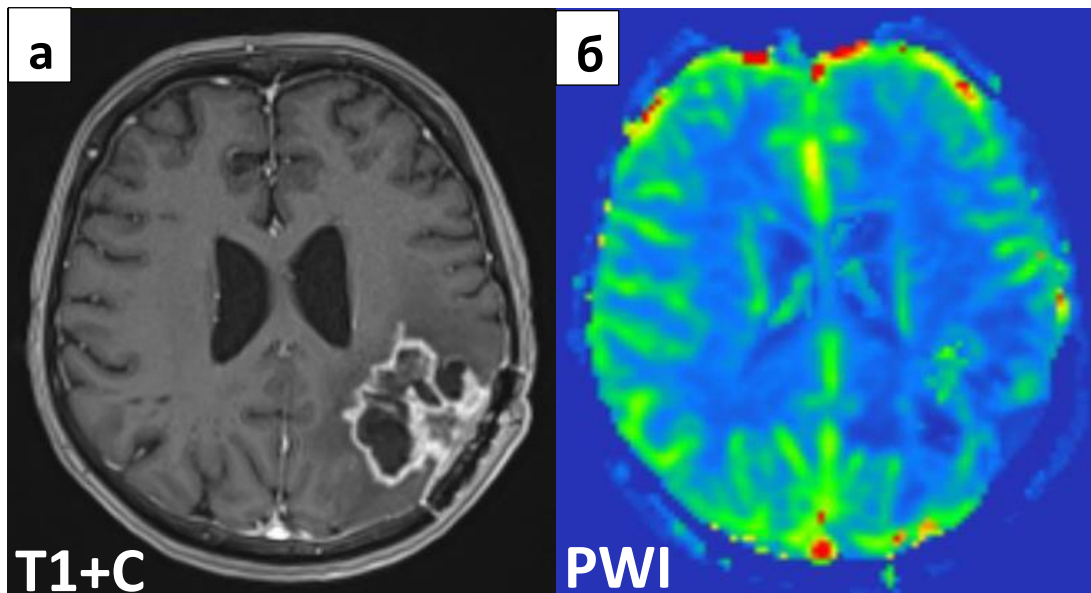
Результаты МРТ с T2\* перфузией этого же пациента через 1 месяц после окончания лучевой терапии с методикой последовательного буста после 46 Гр. На изображении в T1с контрастированием (а) глиобластома теменной доли слева с признаками лечебного патоморфоза, при этом отмечается уменьшение солидных компонентов в опухоли, менее интенсивная фиксация в структуре контрастного вещества, уменьшение зоны перифокального отёка, значительное снижение кровотока в опухоли на перфузионной карте (б).
